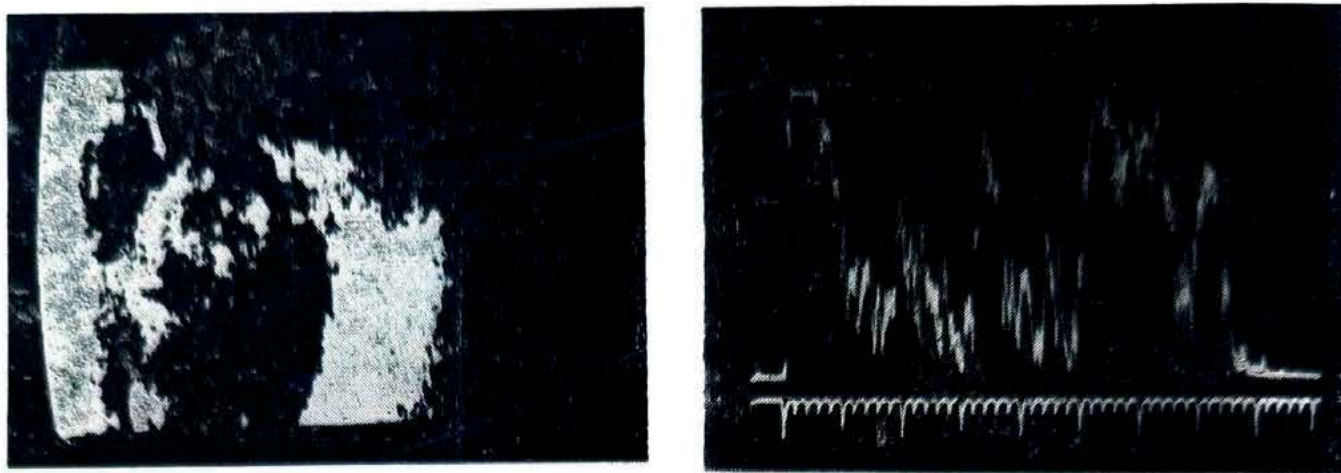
ECOGRAFIAS DA MOLÉSTIA DE COATS. Nota-se na cavidade vítrea ecos médios e altos (ecografia "A") e de brilho de média e grande intensidade na ecografia "B". Os ecos se mostram isolados ou agrupados formando membranas.
